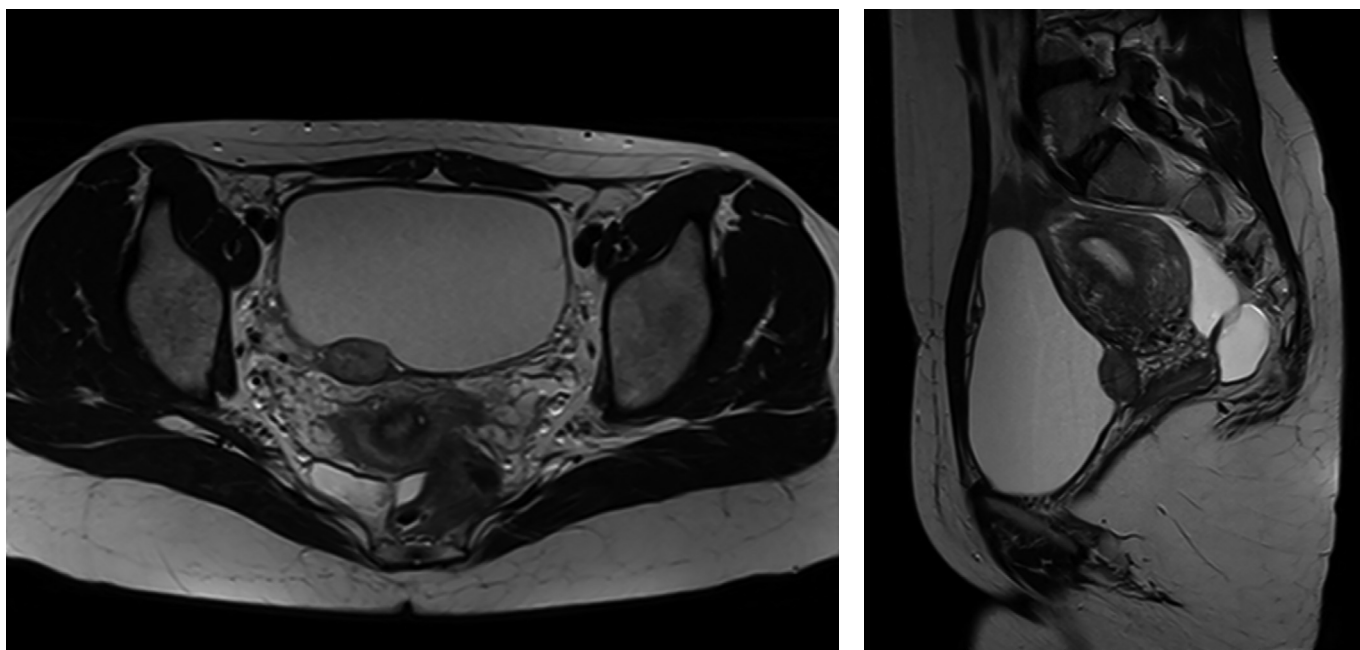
МРТ ОБП: новообразование продолговатой формы, с четкими ровными контурами, размерами 1,6 x 2,5 x 2,4 см с признаками истинной рестрикции диффузии, интенсивно гомогенно накапливающее контраст.
